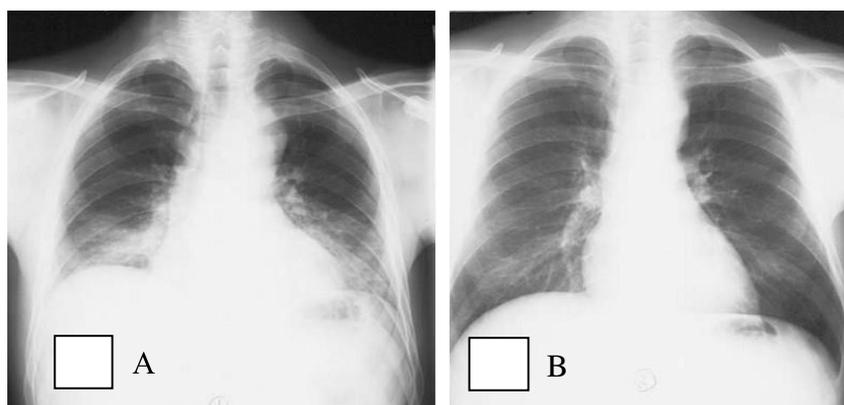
Gambaran Radiografi dengan Densitas Lunak, Cukup, dan Keras
